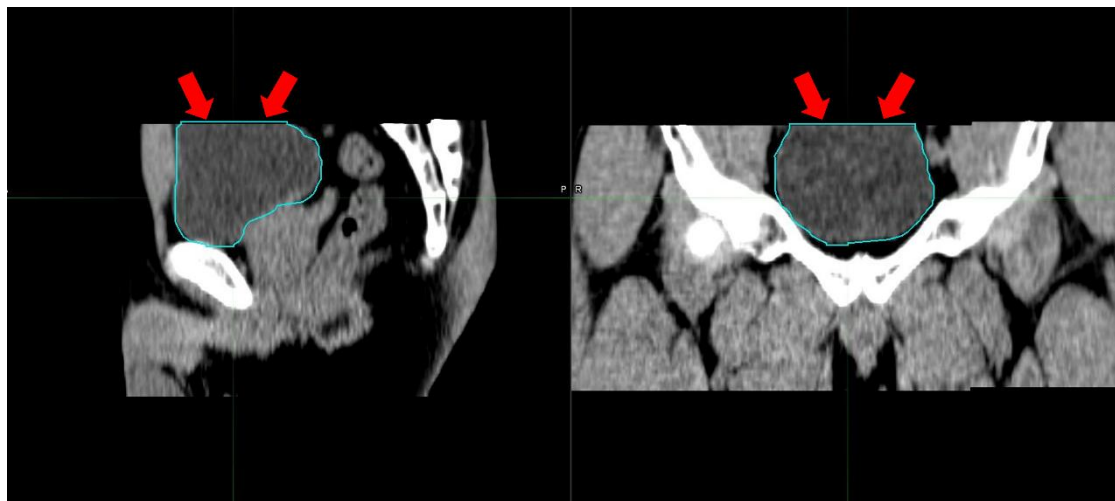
膀胱の上部が欠けていた daily CT 画像の例
